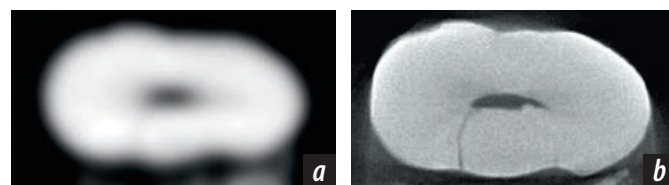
Томограммы средней части корня удаленного зуба в аксиальной плоскости. На КЛКТ линия перелома, достигающая корневого канала, практически неразличима (а). На микро-КЛКТ линия перелома в поперечном сечении достигает полости канала (b)
